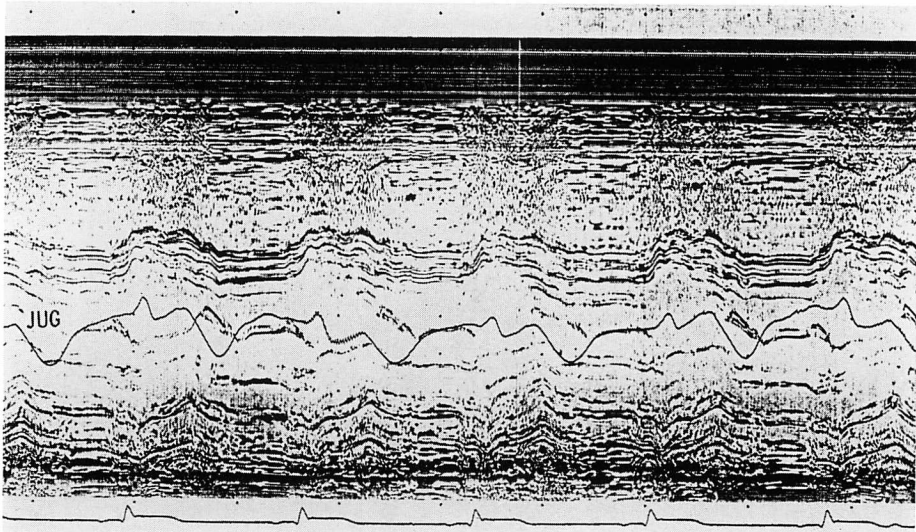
Echocardiogram and jugular pulse tracing taken at 2nd day after the onset of acute inferior infarction (Case 1).
